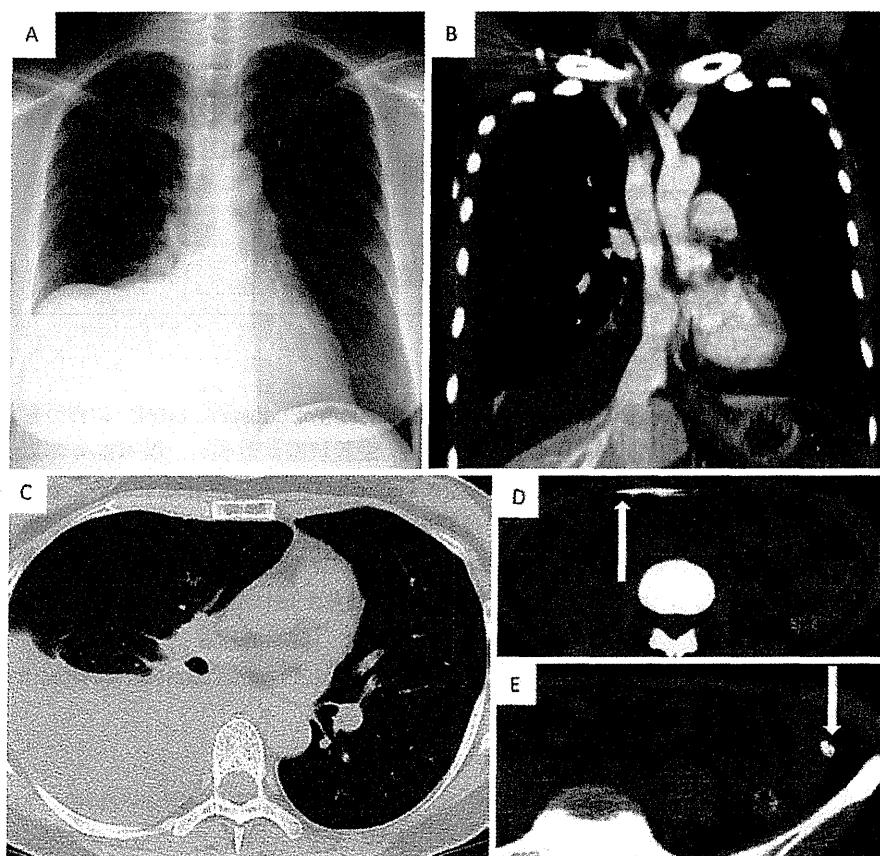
Radiologic findings of the chest (A-C) and abdomen (D and E). Chest X-ray on admission (October 2011) demonstrated (A) a moderate amount of right pleural effusion and (C) small numbers of thin-wall cysts scattering in the normal parenchyma of both lungs. A peritoneovenous shunt (Denver[®]) was seen on the right lung field. (B) The contrast-enhanced computed tomography of the chest showed the existence of thrombus at the tip of a shunt catheter in the right brachiocephalic vein. Note that the left brachiocephalic vein was dilated as compared to the right brachiocephalic vein. (D and E) Abdominal CT demonstrated a peritoneovenous shunt (Denver[®]) in the middle and left side of the abdomen.
